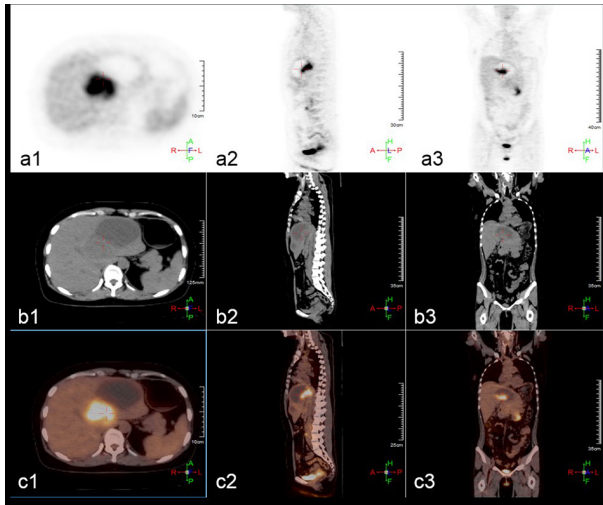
RAY-SCAN 64 PET/CT对腹部病变的¹⁸F-FDG成像，其中a1, a2, a3分别为PET成像的横断面、矢状面和冠状面；b1, b2, b3分别为CT成像的横断面、矢状面和冠状面；c1, c2, c3分别为PET-CT融合图像的横断面、矢状面和冠状面。比例尺：（a1, c1）10 cm；（b1）12.5 cm；（c2）25 cm；（a2）30 cm；（b2, b3, c3）35 cm；（a3）40 cm。
